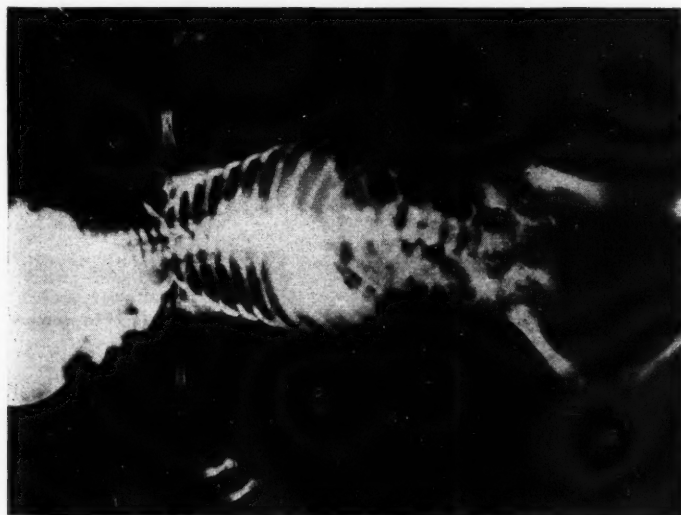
Radiographie de face. Noter particulièrement la brièveté des humérus et des fémurs et l'aspect fortement déchiqueté des os du bassin et des têtes fémorales.
